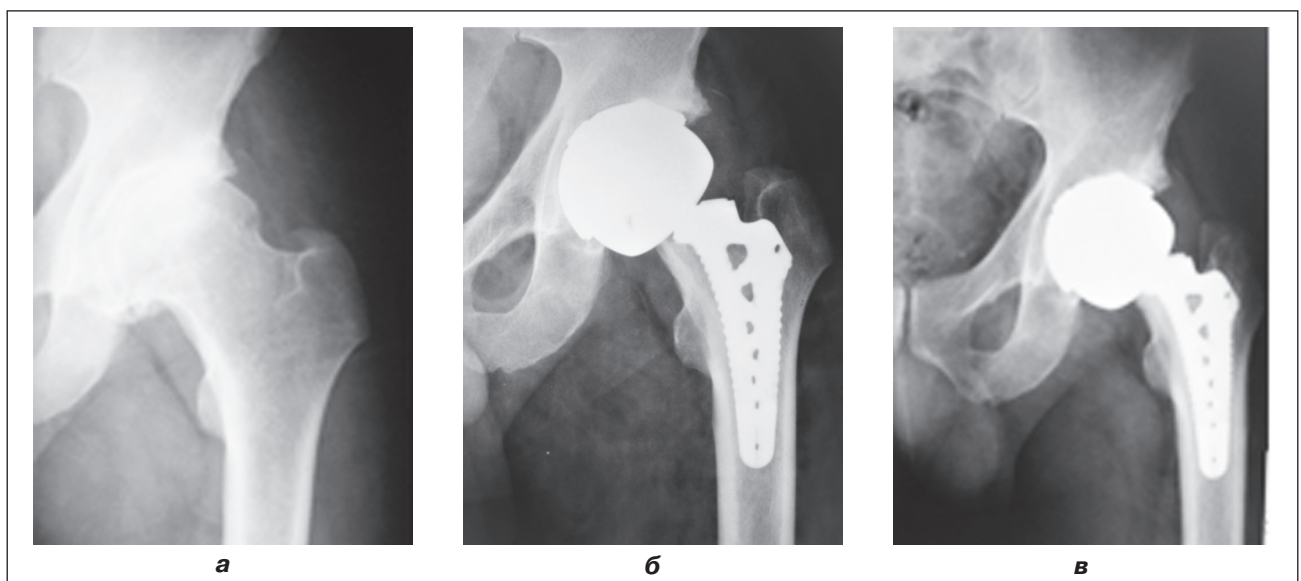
Фотовідбитки рентгенограм хворого Н. Історія хвороби № 6811, діагноз: лівобічний коксартроз IV ст.: а) до операції; б) після операції; в) через 5 років після операції
